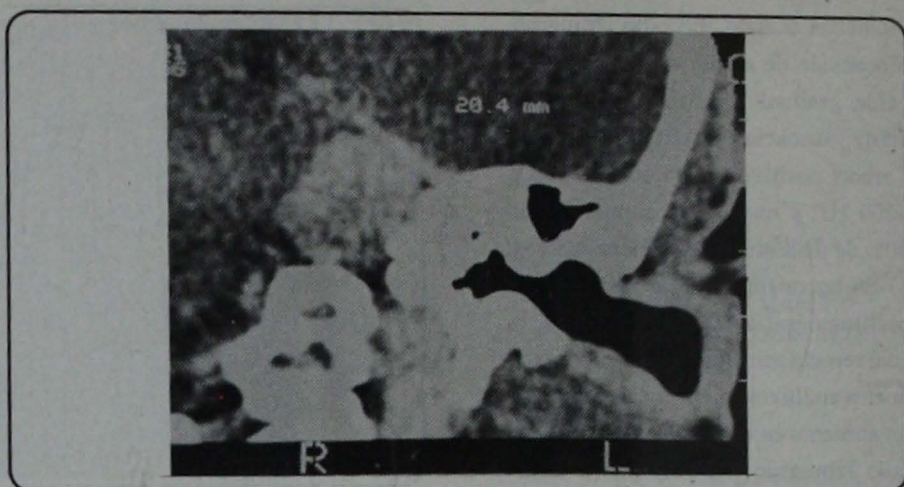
Corte axial de TC. Se muestra su diámetro mayor (20.4 mm.).
